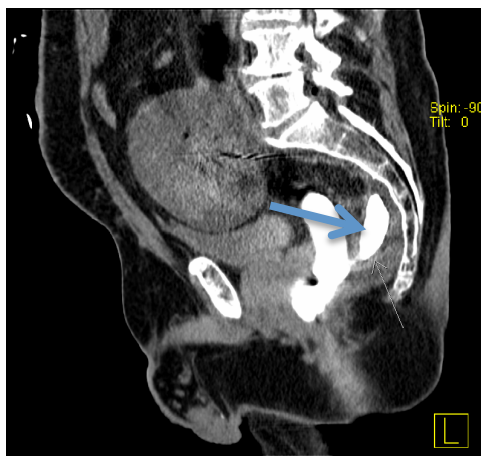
Sagittal – Schnitt einer CT des Abdomens unmittelbar nach Dickdarmonkontrast. Das Bild zeigt neben dem mit Kontrastmittel gefüllten Rektum einen dorsalen Kontrastmittelaustritt im Sinne eines Paravasats bei Anastomoseninsuffizienz des in Abbildung 8 genannten Patienten mit Zustand nach tiefer anteriorer Rektumresektion. Die CT wurde zur Verifizierung der im „abführenden Schenkel“ gestellten Verdachtsdiagnose auf Insuffizienz durchgeführt. Der Pfeil markiert die Insuffizienzhöhle.
